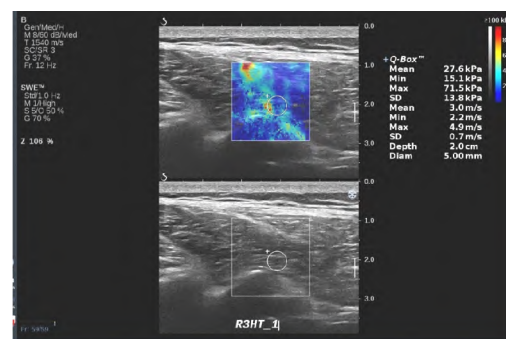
SWE 测量弹性模量(Aixplorer V 彩色多普勒超声诊断仪)
